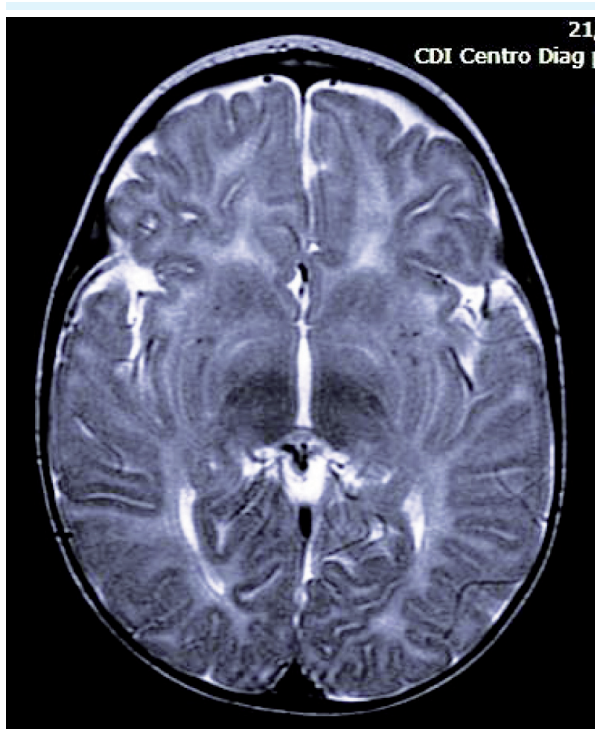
Ressonância magnética na sequência ponderada em T2, evidenciando hipotrofia frontotemporal
